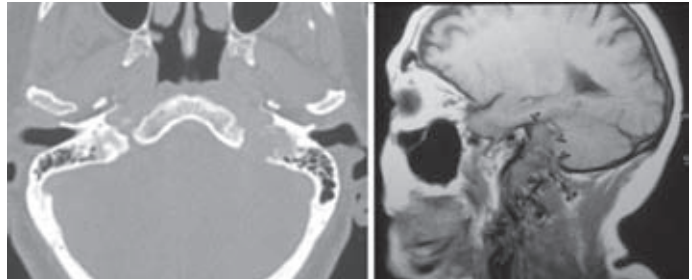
Paraganglioma yugulotimpánico en estadio Di en la clasificación de Fisch. En el estudio mediante TC axial con contraste se evidencia la amplia invasión de la fosa craneal posterior. En la parte derecha de la figura se muestra el estudio RM de la misma paciente.
